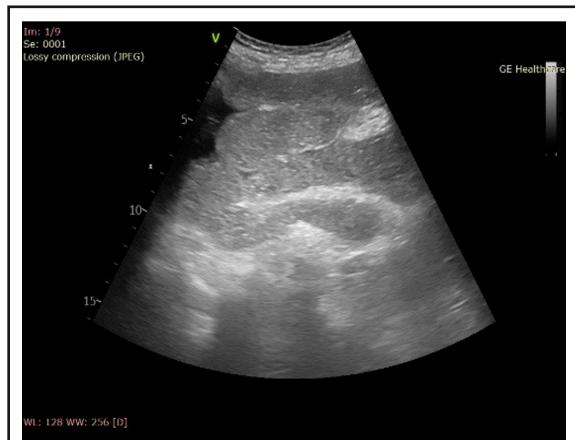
Aspectul ecografic al anselor intestinale.
